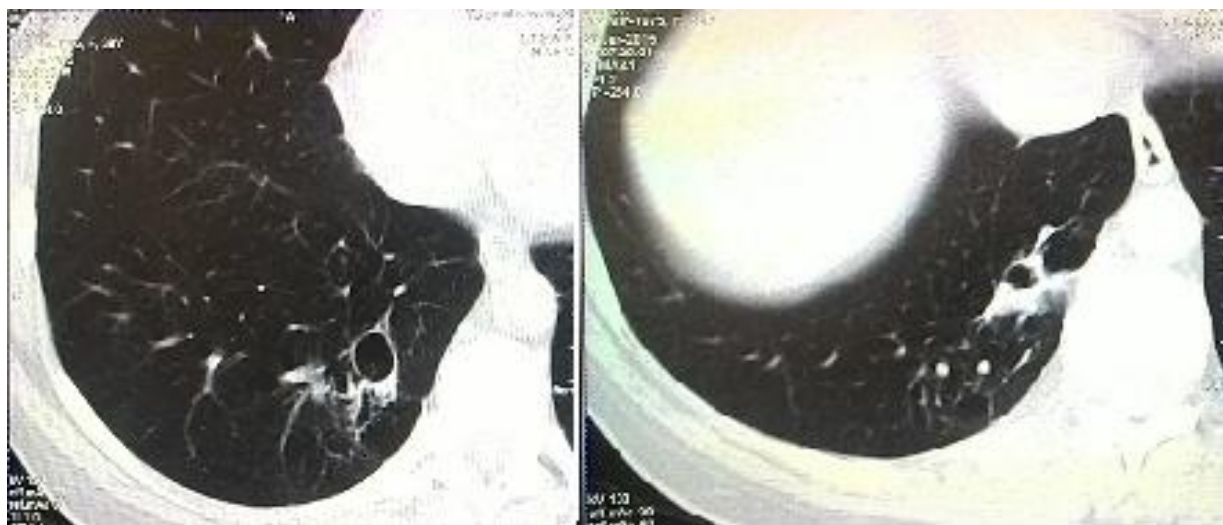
Компьютерно-томографическое исследование органов дыхания
